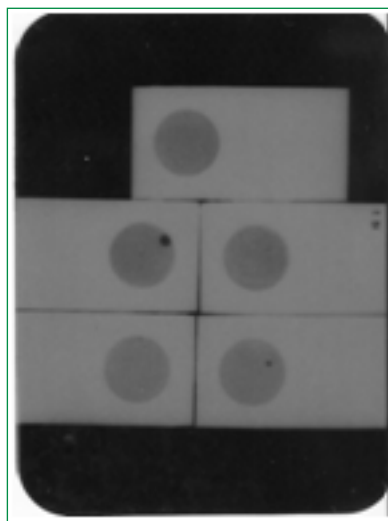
Radiografia do cimento EZ Fill.
